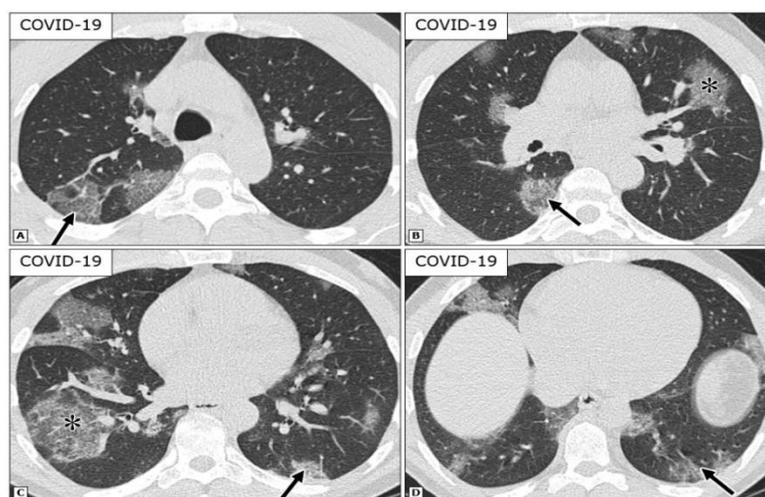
Características típicas de imágenes de TC para Covid-19
